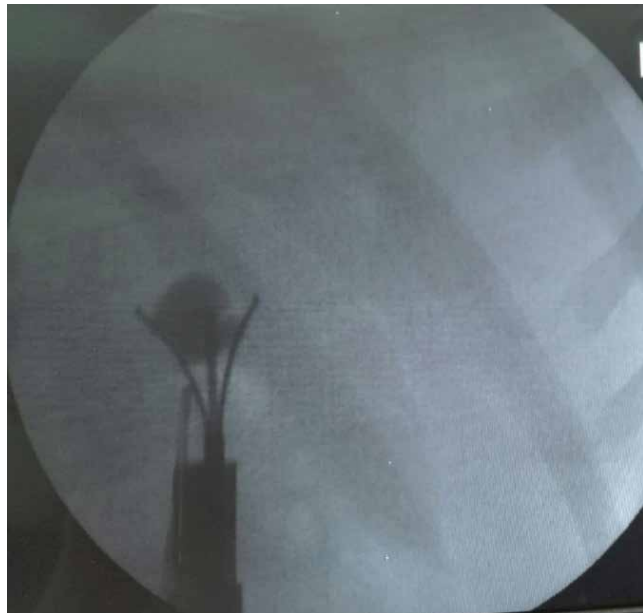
Видалення фрагментів конкременту з порожньої системи нирки під поліпозиційним рентгеноскопічним контролем
